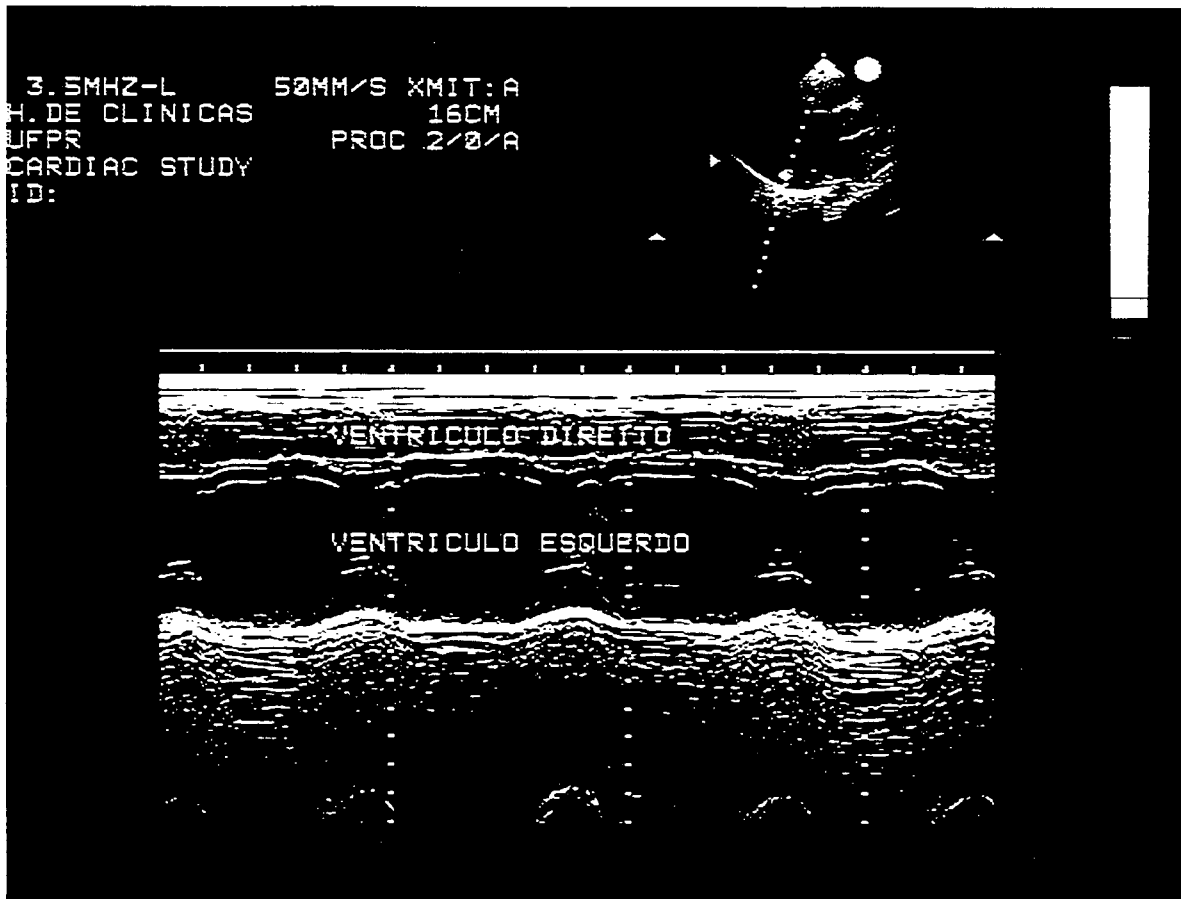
Ecocardiograma do indivíduo M.L.A. de 45 anos, do sexo feminino, com massa de ventrículo esquerdo normal calculada pelo ecocardiograma, de 128,02g e corrigido pela superfície corporal, de 76,84g/m², considerado normal.
